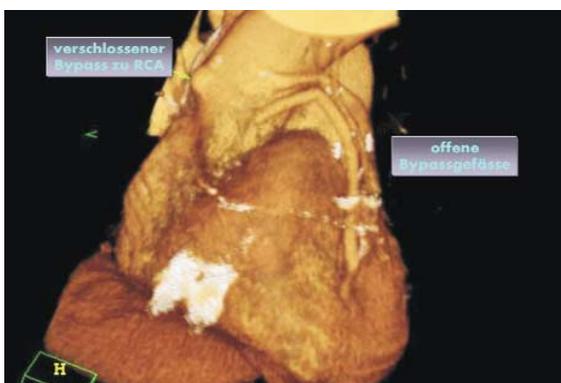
Nichtinvasive Bypass-Angiographie mit dem ultraschnellen CT (UCT): Nach intravenöser Injektion des Kontrastmittels erkennt man den Bypass zur rechten Kranzarterie verschlossen (lediglich ein Stumpf an der Aorta ist noch zu erkennen), während die Venenbypass-Transponate zur Vorder- und Seitenwand offen sind.
